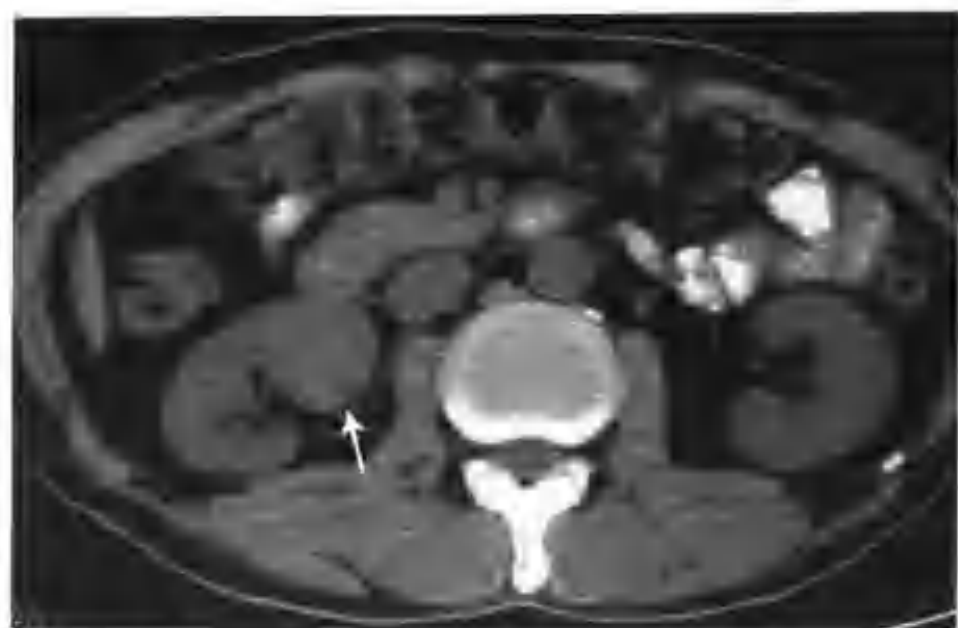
右肾乳头状细胞癌 (CT 示右肾门有一个 2.5cm × 2.5cm 的类圆形结节, 边缘光滑清楚, 平扫呈等密度, CT 值 46HU (箭头))
